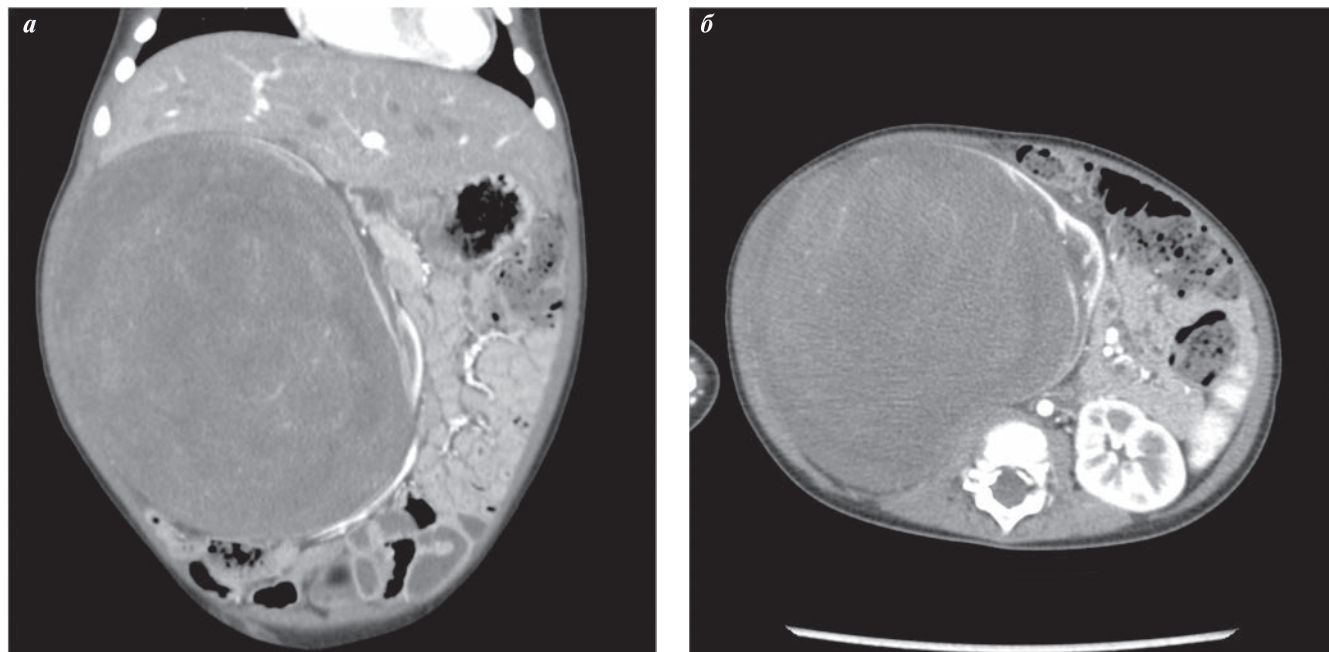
МСКТ ОБП до начала терапии: а — фронтальная проекция, б — аксиальная проекция
